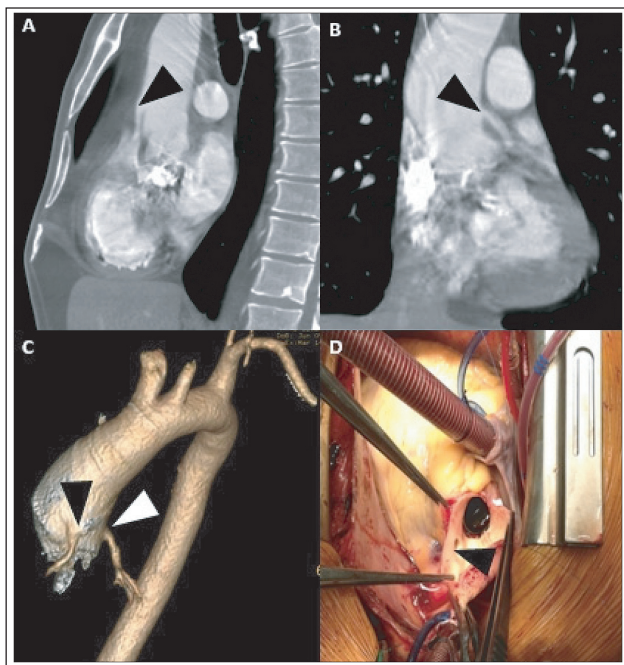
(A): Sagittal CT image showing the origin of the RCA (black arrowhead) from the anterior-superior aspect of the ascending aorta, 4.7 cm above the sinotubular junction. (B): Coronal images showing the origin of the LCA (black arrow) originated from the left-lateral surface of the dilated tubular ascending aorta, 3.9 cm above its usual location. (C): Right lateral view of a Volume Rendered (VR) image showing the high take-off of the RCA (black arrowhead) and the LCA (white arrowhead). (D): Intraoperative situs showing the unusual origin of the RCA (black arrowhead).
